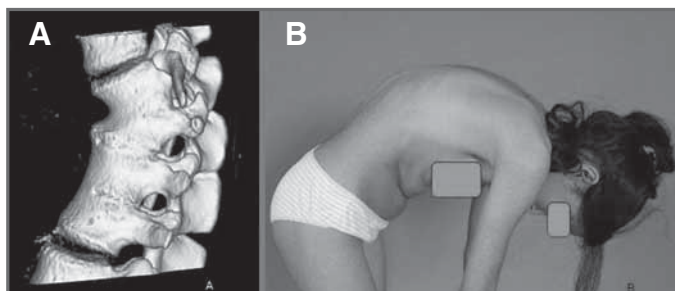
A. TC tridimensional preoperatoria. B. Imagen clínica preoperatoria.
